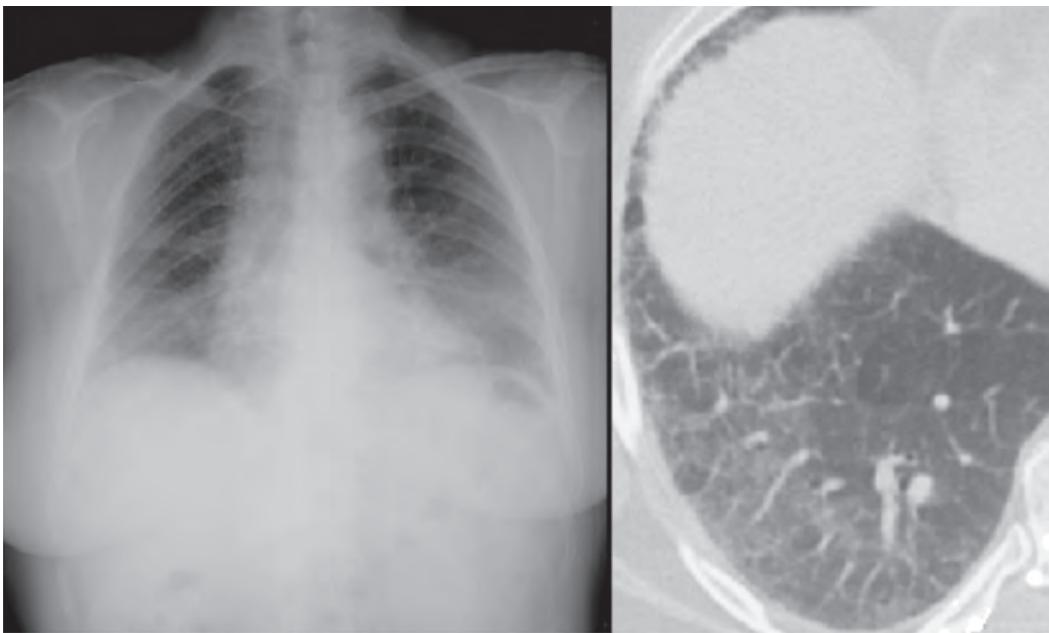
Характерные рентгенологические изменения легких при ИФА (пояснения в тексте).
